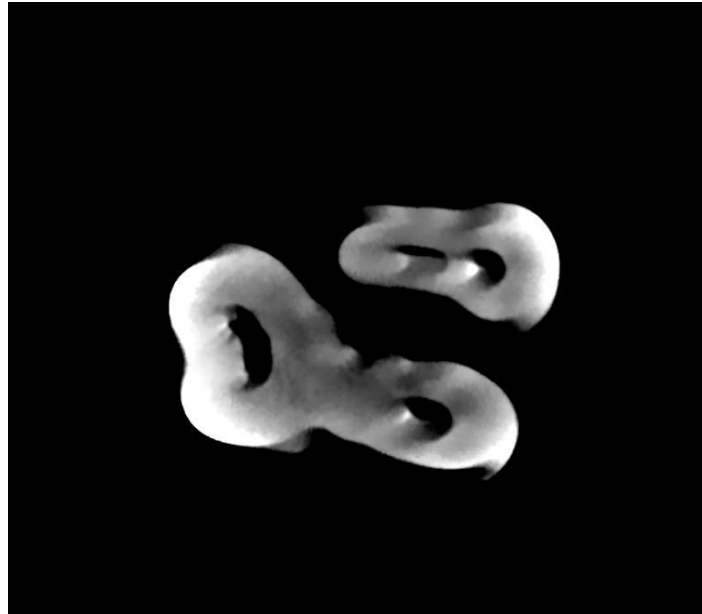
Micro-CT Bild Quelle: Eigene Studie.
